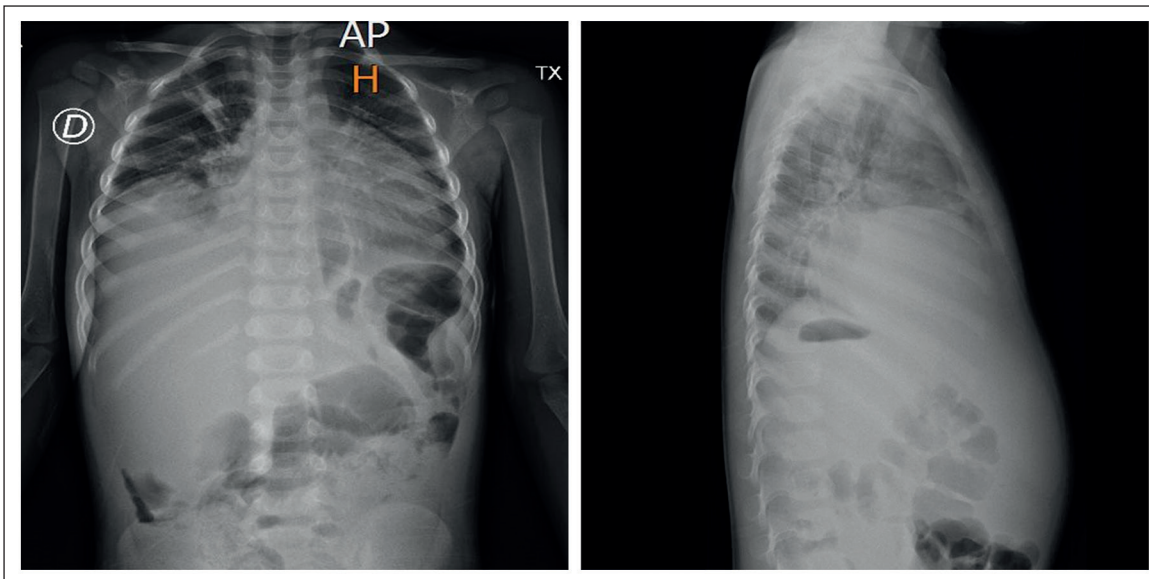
Radiografía de tórax AP y lateral. Silueta cardíaca aumentada de tamaño con borramiento del seno costofrénico derecho por la presencia de derrame pleural. Estos hallazgos se observan también en la vista lateral.
